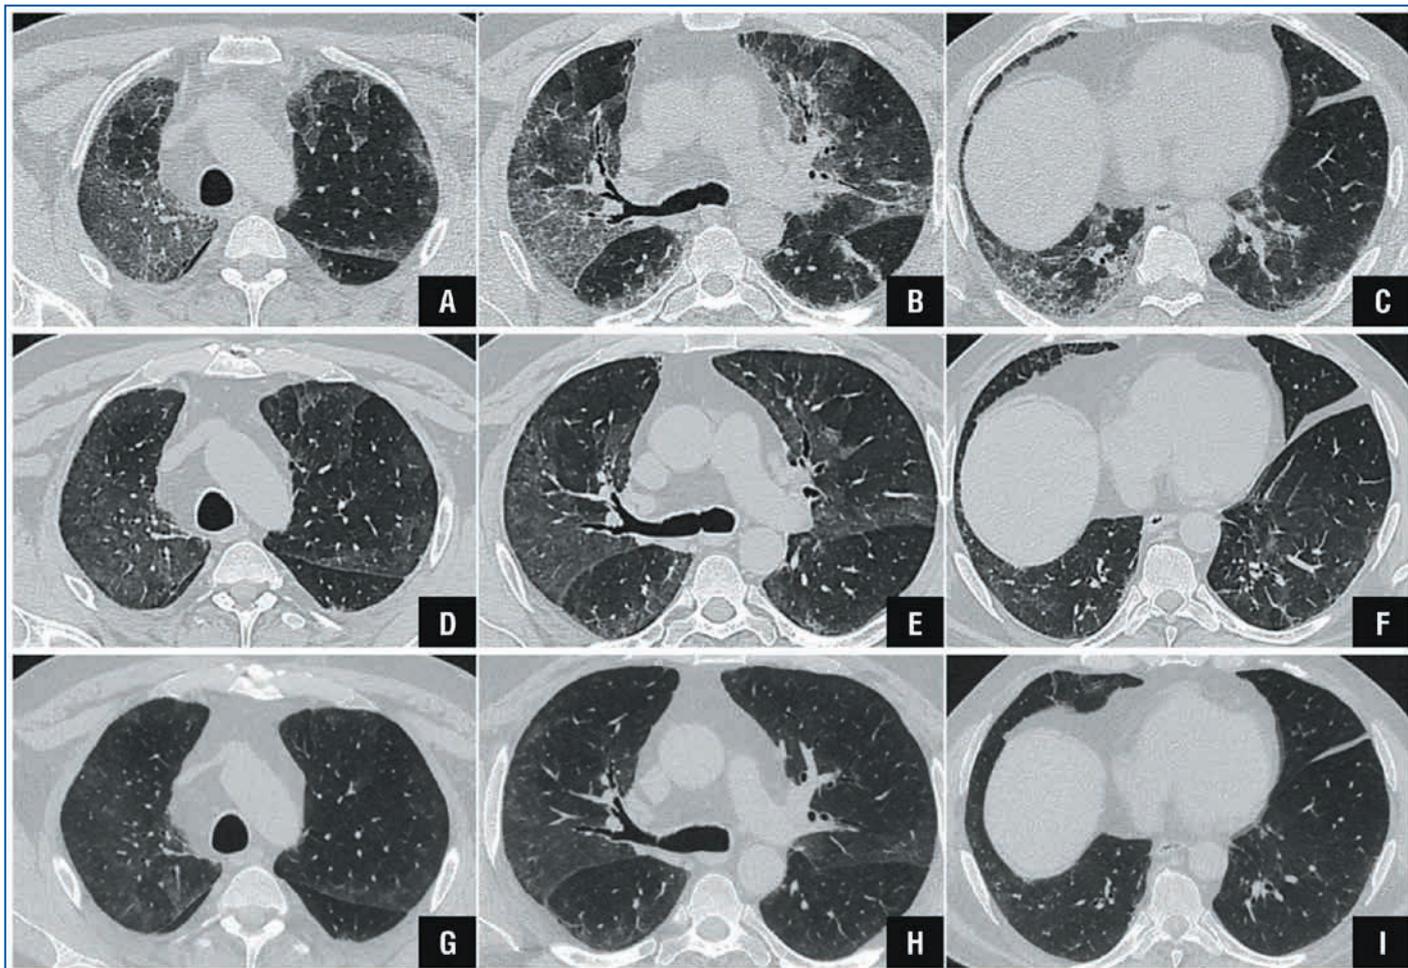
Динамика интерстициальных проявлений КОП на серии КТ ОГК.
